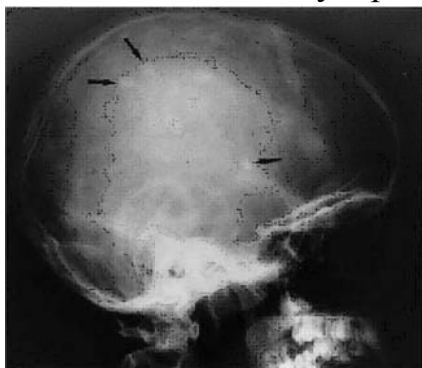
Рентгенография черепа. Кальцификаты в головном мозге (Шарыкин А.С.)
